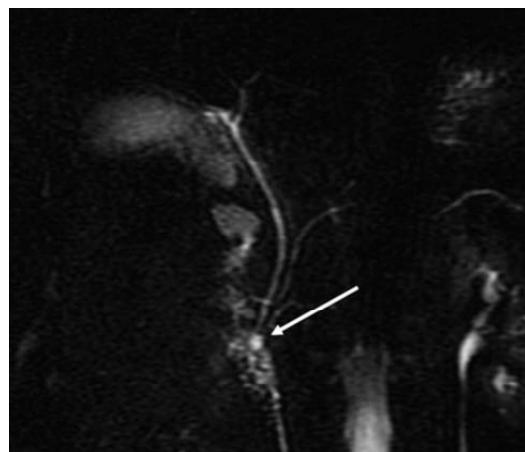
Colangioresonancia magnética que muestra un coledococele.⁵
